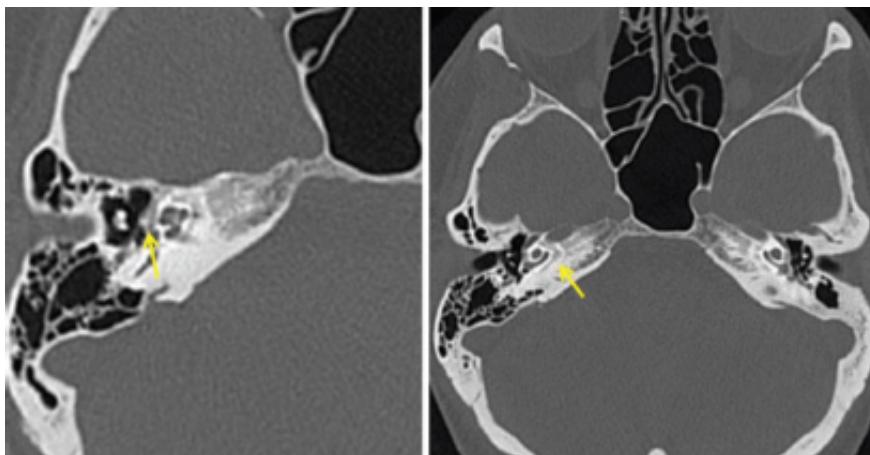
Otosclerose. TC da mastoide mostrando rarefação óssea adjacente à cóclea.
